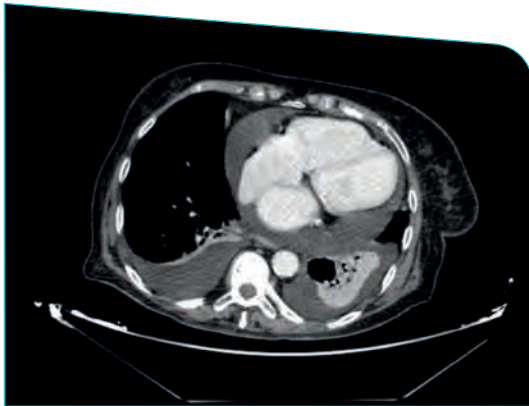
Corte transversal de TC TAP en el que se objetiva derrame pleural bilateral y derrame pericárdico de moderada cuantía
